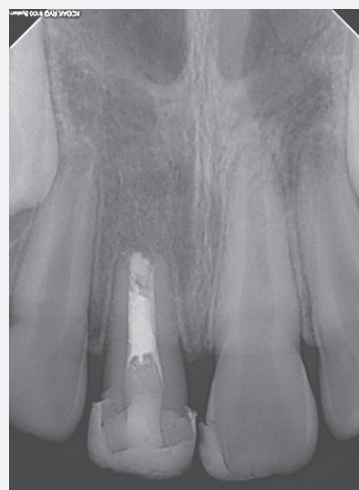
Periapical radiographs showed no signs of root resorption. The crown-to-root ratio of the right central incisor is 1:1.
